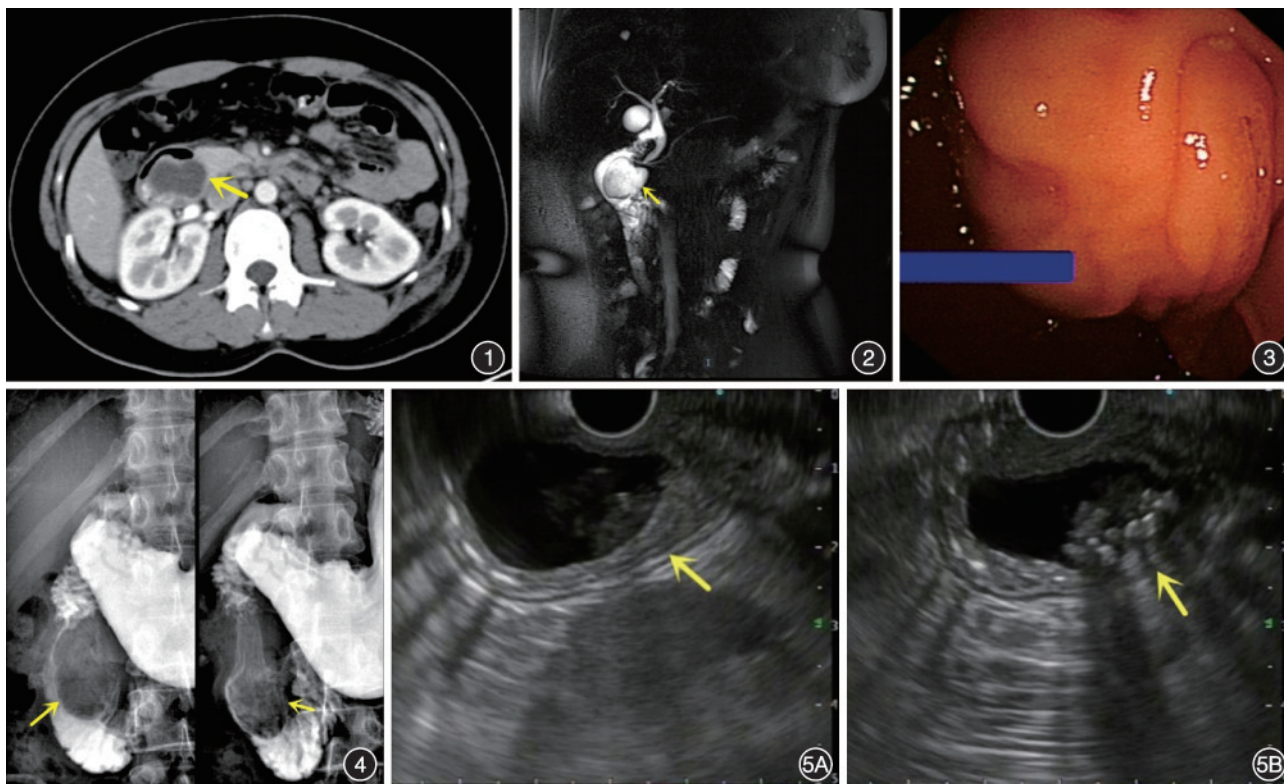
CT显示十二指肠降部类圆形囊性灶(黄色箭头所示),病变紧邻胰头,其内可见片絮状稍高密度影 图2 上腹部MRI显示十二指肠降部内侧囊状信号影(黄色箭头所示),囊内信号不均匀,T2W1高信号,散在点状低信号影 图3 内镜下十二指肠降部内侧壁可见黏膜下隆起病变,隆起病变的右侧可见十二指肠乳头,乳头开口未见异常 图4 上消化道造影见十二指肠降部卵圆形压迹(黄色箭头所示),形态不固定、随肠管蠕动有变化,未见造影剂进入囊腔 图5 内镜超声检查十二指肠降部可见一无回声囊性病变(黄色箭头所示) 5A:囊壁表现为高低回声相间的7层管壁结构;5B:囊内可见多发高回声影
